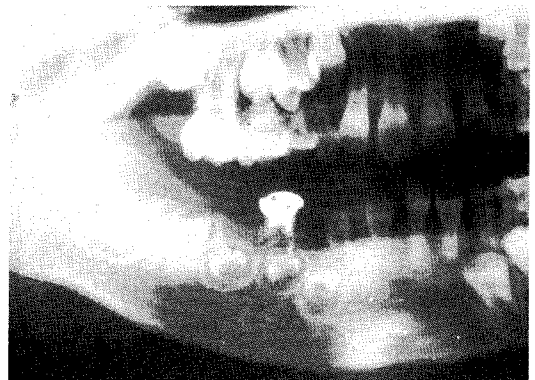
재 내원시 환자의 방사선 소견
